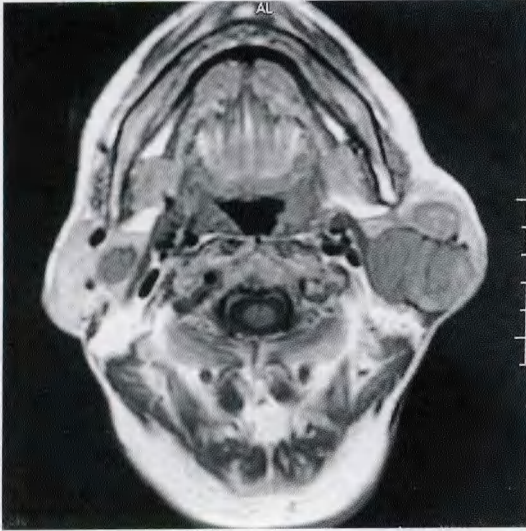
Warthin 瘤。MRI 平扫横轴位 T₁WI 示双腮腺圆形、不规则形肿块, 呈等 - 稍低信号, 边界清楚。
